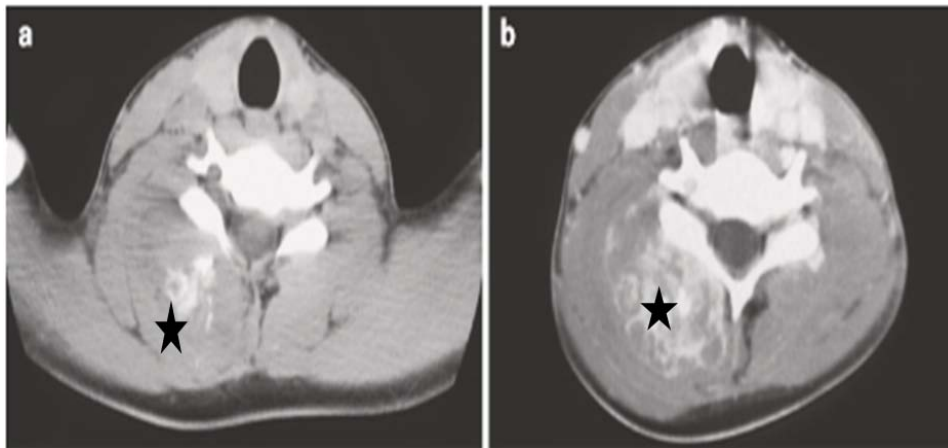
TNEP du cou chez une fille de 12 ans. (a) CT. (b) TDM après injection de produit de contraste iodé (étoile). (150)
